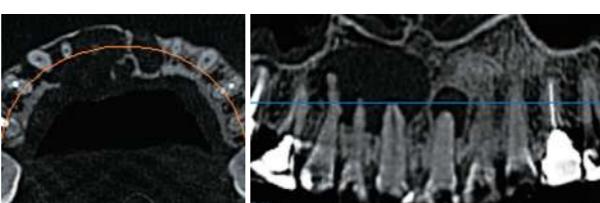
CTで診ると③から①までと、①は別の病変であるとわかった。また、左側の病変では口蓋部に骨破壊が見られる。
